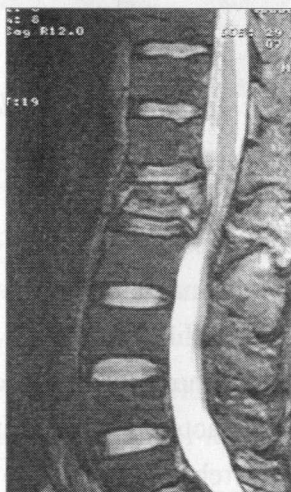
Aspectul prin RMN a fracturile de corp vertebral „prin explozie”.
